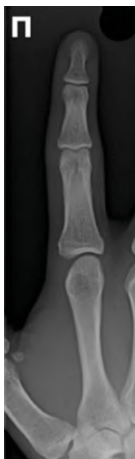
Рентгенография пальцев. Передняя прямая проекция
